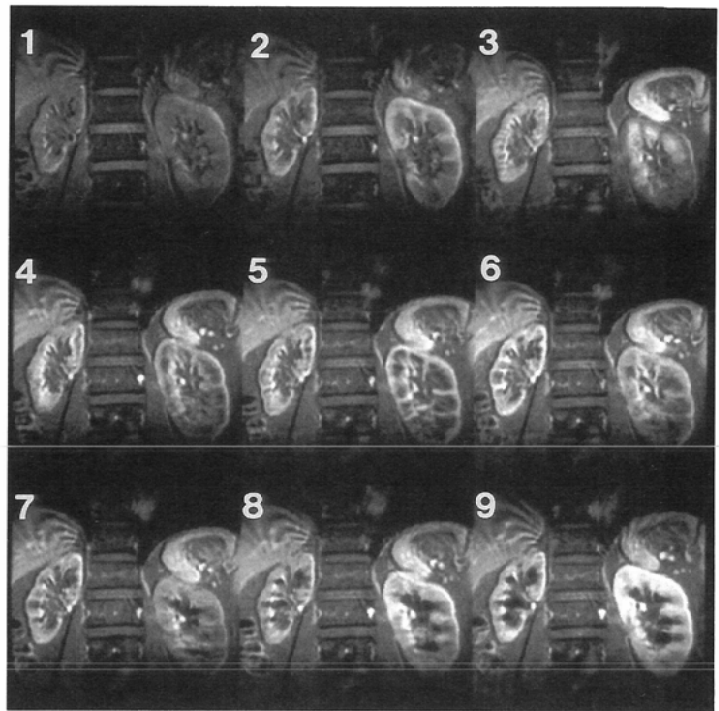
Dynamic MR images of a patient of right renal vascular disorder caused by abdominal aortic aneurysm. The images were taken (1)2.5 sec, (2)14.5 sec, (3)28.5 sec, (4)58.5 sec, (5)66.5 sec, (6)82.5 sec, (7)106.5 sec, (8)146.5 sec, (9)192.5 sec, after the injection of Gd-DTPA respectively. The alteration of the signal intensity delays in the right kidney. The signal contrast among different anatomic regions in the right kidney is less clearly demonstrated than the left kidney.
